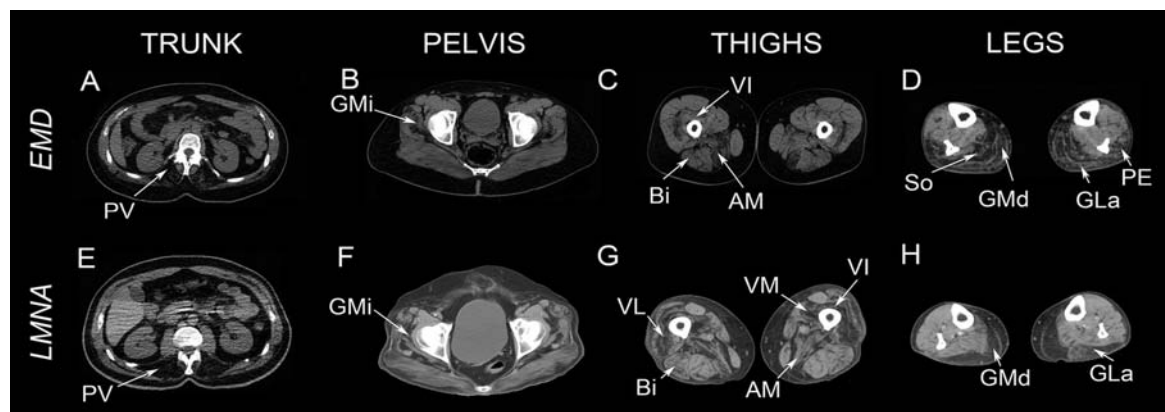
Muscle imaging of EDMD patients caused by mutations in the *EMD* and *LMNA* genes. Muscle CT scans of patients with EDMD phenotype and mutation in the *EMD* gene (A–D) or mutation in the *LMNA* gene (E–H). We observed a common pattern characterized by involvement of paravertebral muscles (PV in A and E) in the trunk and *gluteus minimus* (GMi in B and F) in the pelvis. In the thighs we show involvement of long head of *biceps femoris* (Bi), *vastus intermedius* (VI), *vastus lateralis* (VL), *vastus medialis* (VM) and *adductor major* (AM) in C and G. In the legs both *gastrocnemius* (GLa and GMd) and *soleus* (Sol) were involved in most of the patients (D and H). *Peroneus* muscles (PE) were more commonly involved in EDMD patients with mutation in the *EMD* gene than in EDMD patients with mutations in the *LMNA* gene.
